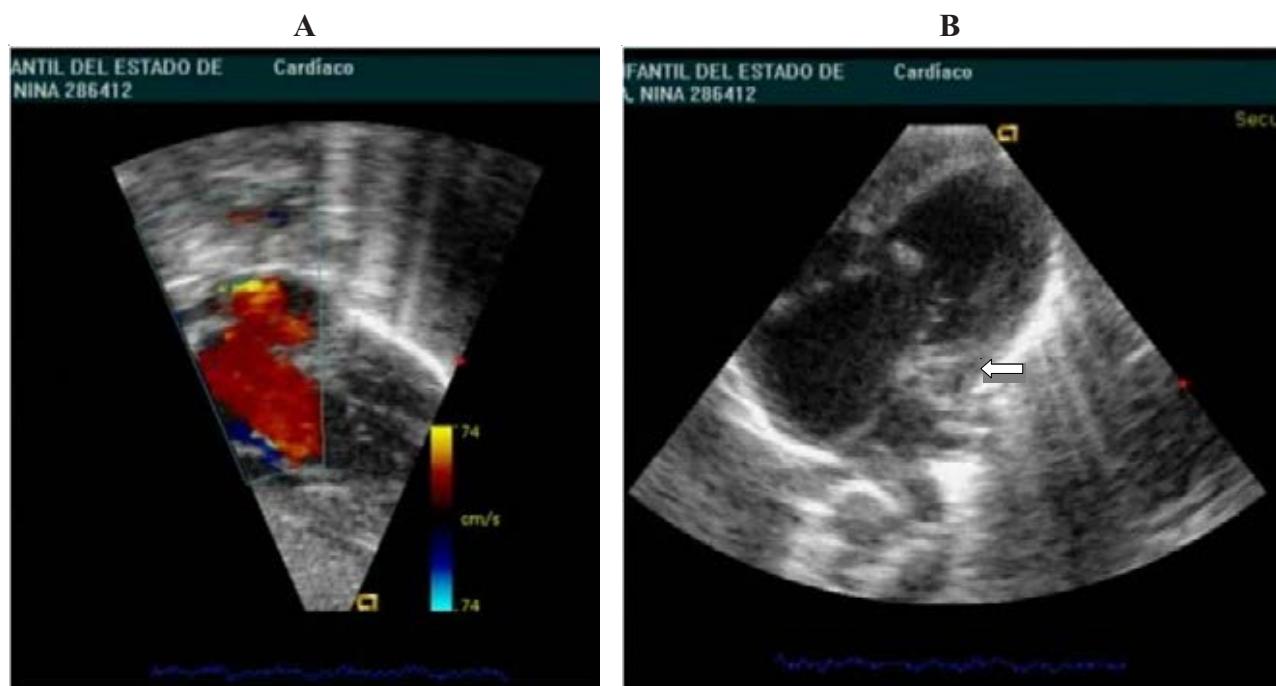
Ecocardiograma: Lado A: defecto septal auricular . Color: cor tocircuito unidireccional de izquierda a derecha. Lado B: aurícula y ventrículo primitivo (flecha) izquierdo con parte del septum auricular. Cavidades derechas grandes.
